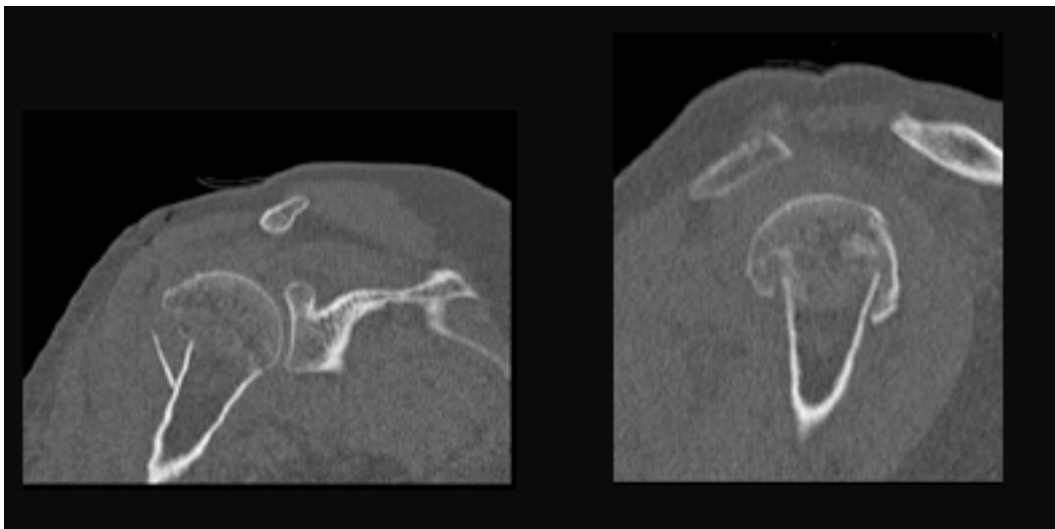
bis. Visions coronal i sagital de la TC d'una fractura en 2pCQ en valg
